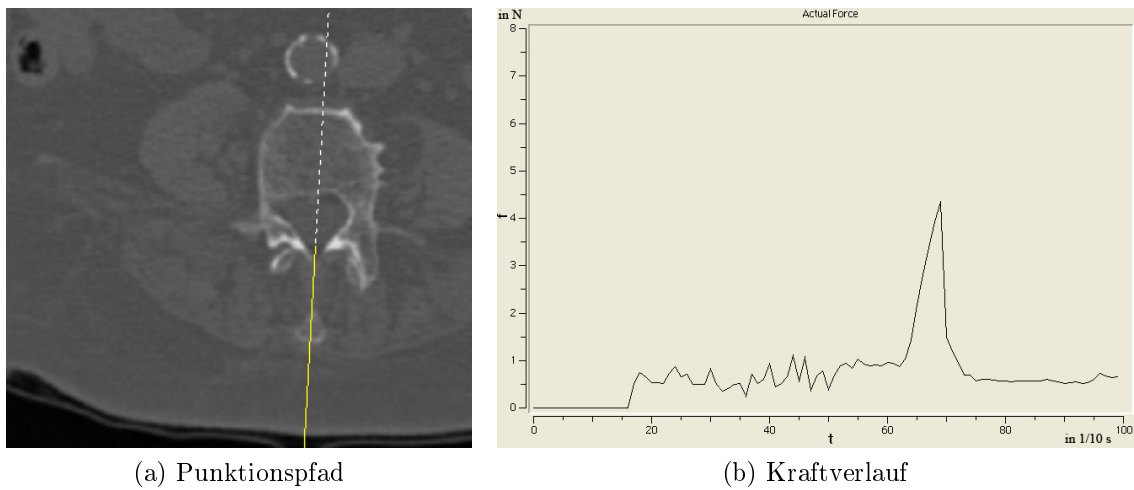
Kombination der Kraftberechnung aus CT- und Labeldaten. Der Einfluss der CT-Daten erzeugt Widerstandskräfte an nicht segmentierten Strukturen, die sich im Kraftverlauf als Peaks darstellen.
